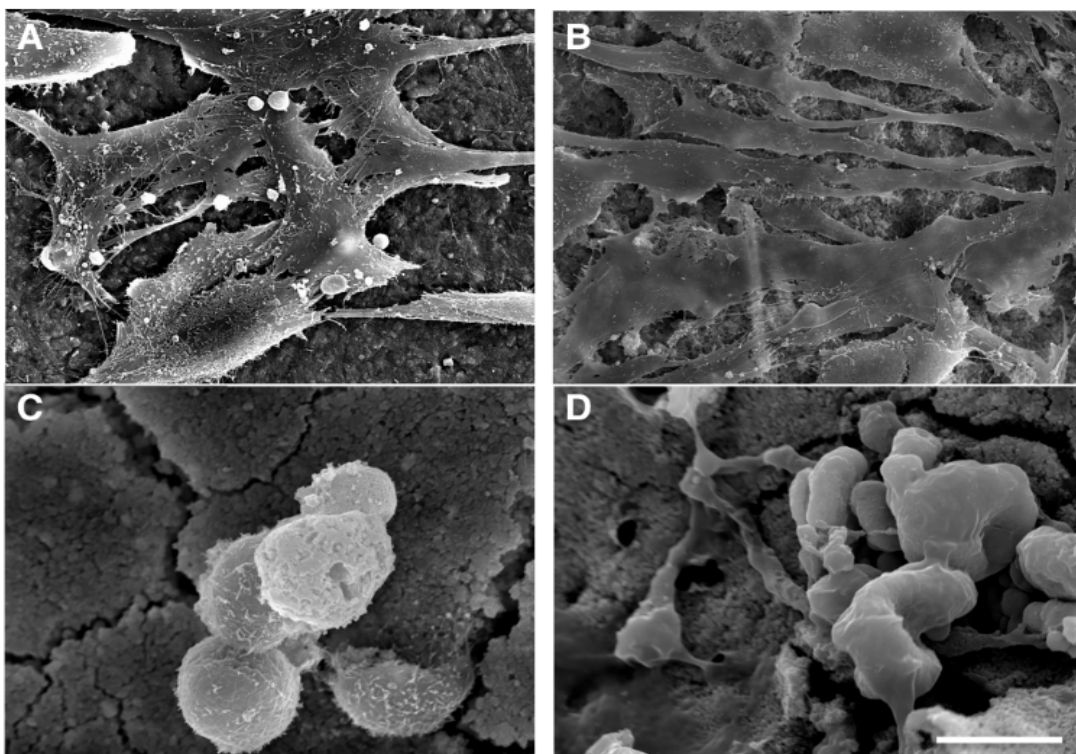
Morfología de la adhesión de las SHED a las 72 horas de cultivo sobre las superficies de los discos de Biodentine™ (A), MTA Angelus™ (B), Theracal LC (C) e IRM™ (D).
